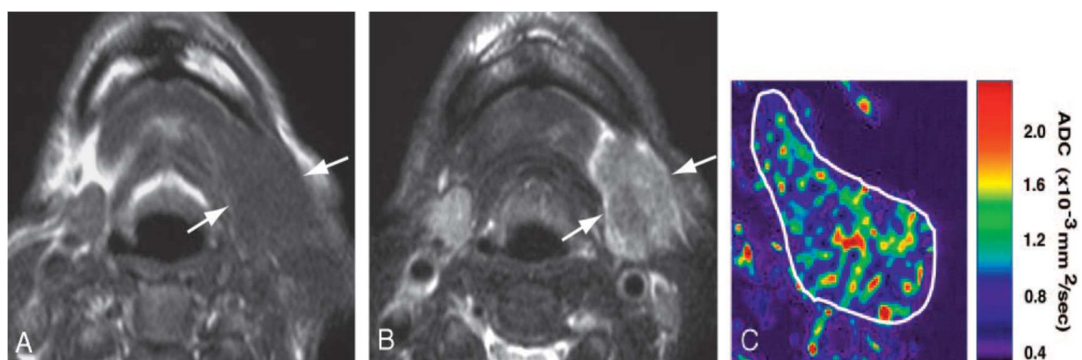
IRM d'un adénocarcinome de la glande sous-maxillaire (homme de 71 ans).
